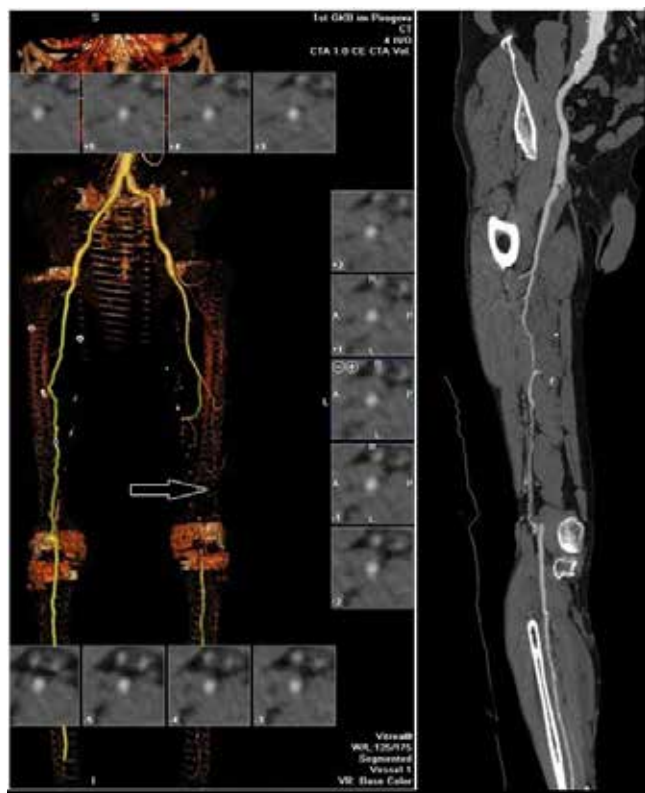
КТ нижних конечностей с контрастированием до операции. Окклюзия подколенной артерии (отмечено стрелкой).
